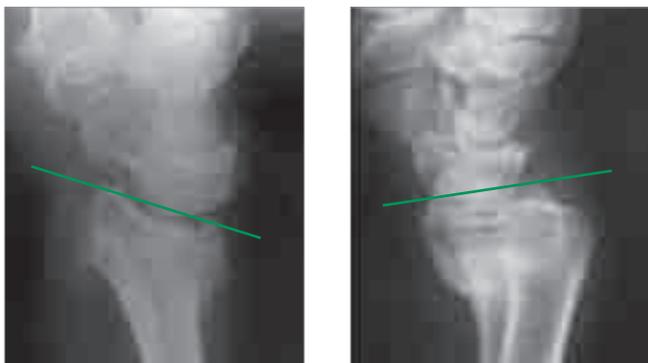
Fehlverheilte Speichenbrüche in der seitlichen Röntgenaufnahme. Abb. 1 (links) zeigt eine massive Kippung der Gelenkfläche nach hinten. Auf der Abb. 2 (rechts) ist eine Kippung nach vorne mit einer Elle sichtbar, die dadurch nach hinten absteht.
